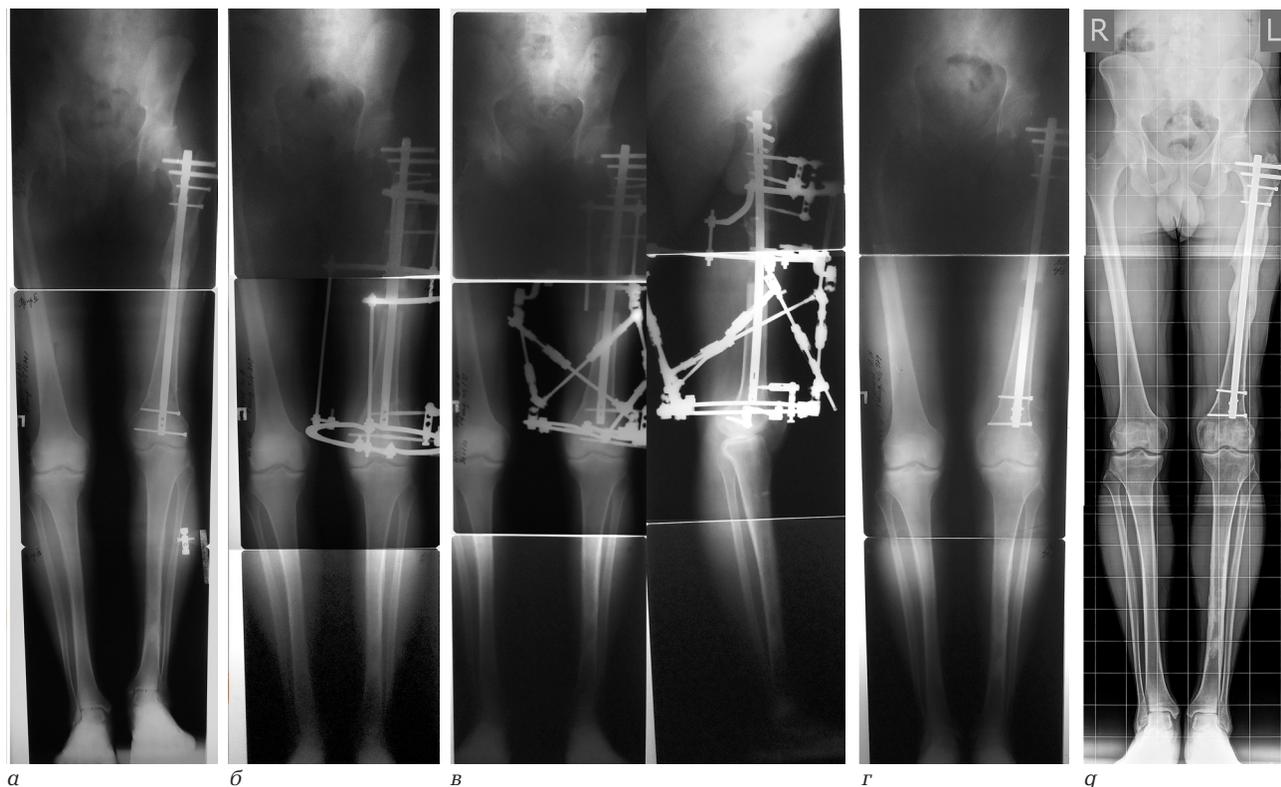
Рентгенограммы нижних конечностей пациента Ф. в процессе удлинения левой бедренной кости: а – до удлинения, достигнуто сращение на уровне ложного сустава; б – в начале дистракции; в – окончание дистракции с помощью ортопедического гексапода; г – после перехода на внутреннюю фиксацию; г – через 2 года после лечения
